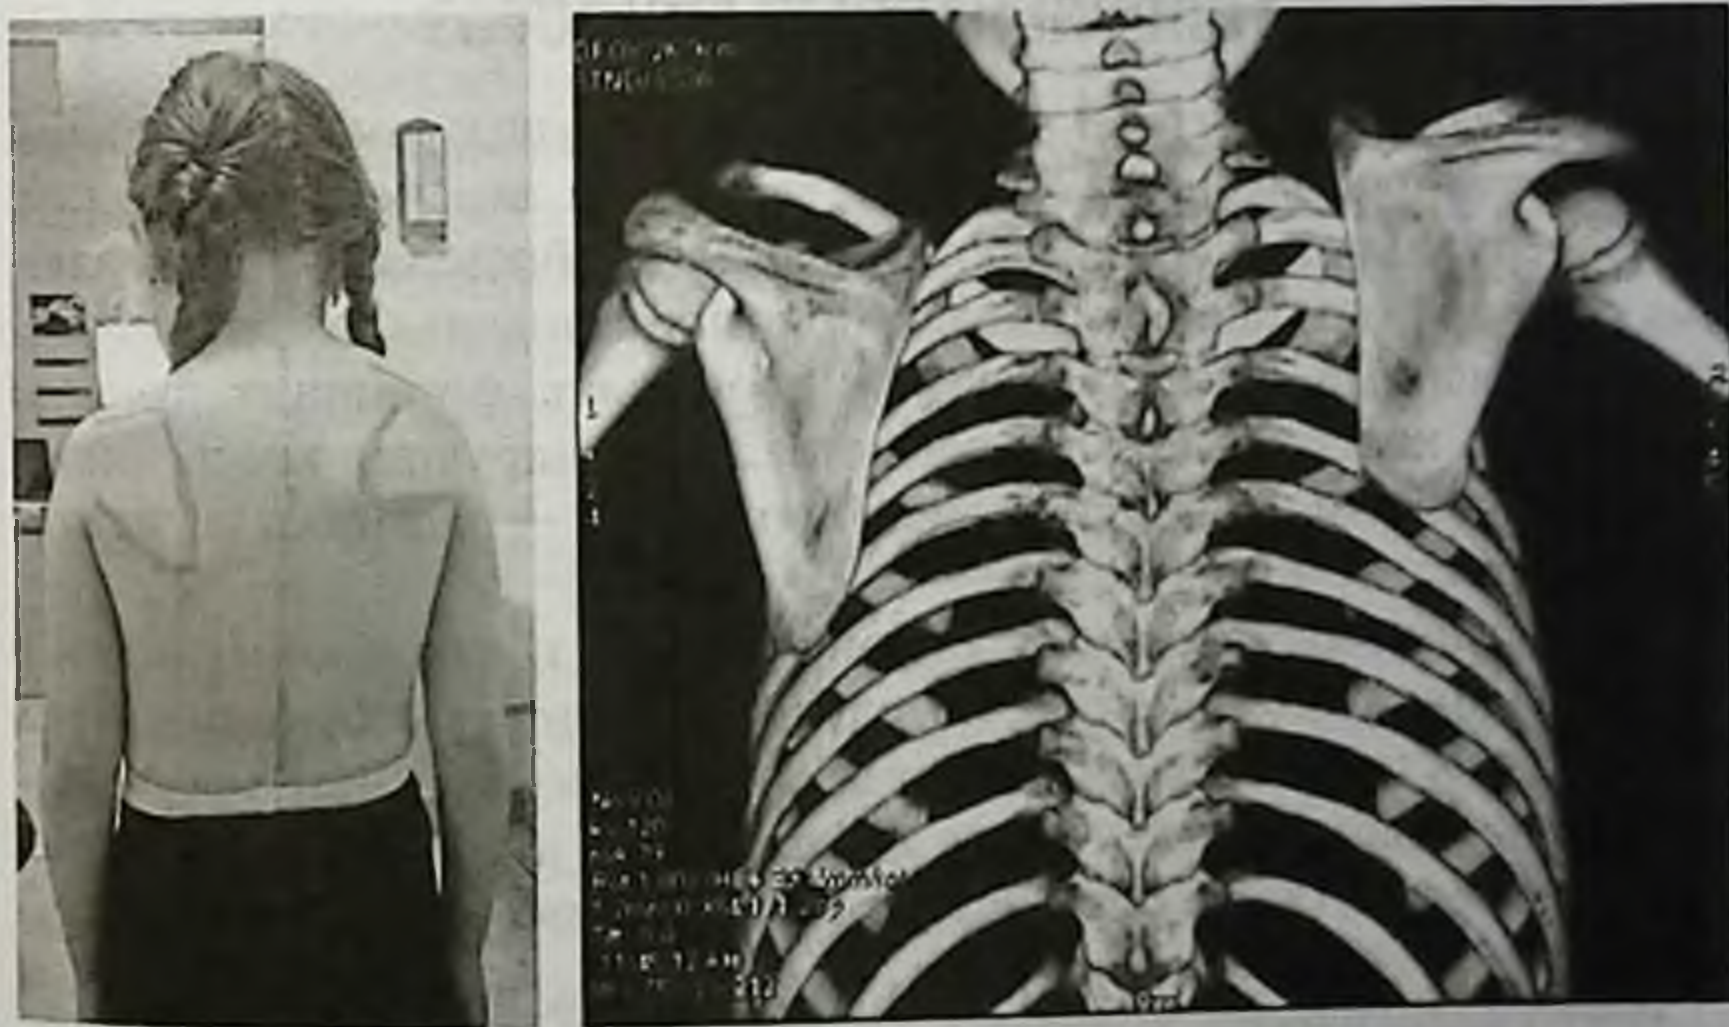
Внешний вид ребенка и компьютерная томограмма при врожденном высоком стоянии правой лопатки
